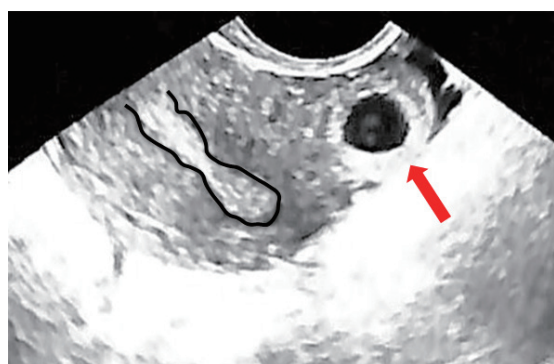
症例1 経膈超音波検査所見（妊娠5週5日）
